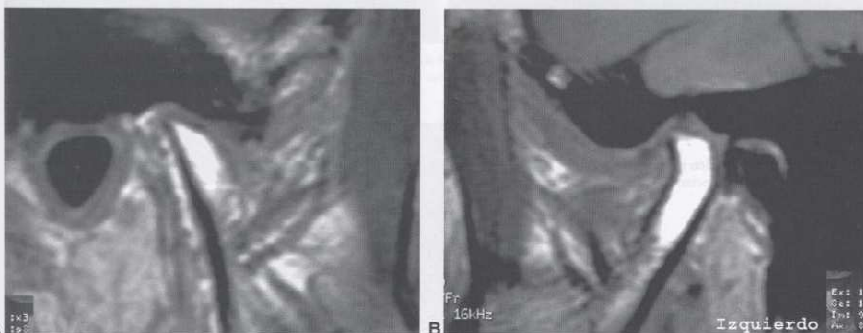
RM sagital derecha e izquierda cerrada. A y B. La resonancia magnética en el plano sagital con la boca cerrada confirma la importante diferencia de tamaño entre ambos cóndilos. El derecho ha desaparecido y solo se visualiza el cuello del cóndilo.
